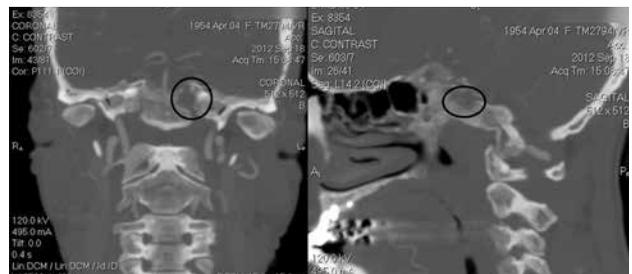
Angio tomografía Cráneo-cervical: Muestra el carácter lítico de la lesión que compromete parte lateral del clivus y ápex petroso (la sutura petro-clival). Permite un análisis detallado entre la arteria carótida interna y el tumor.
